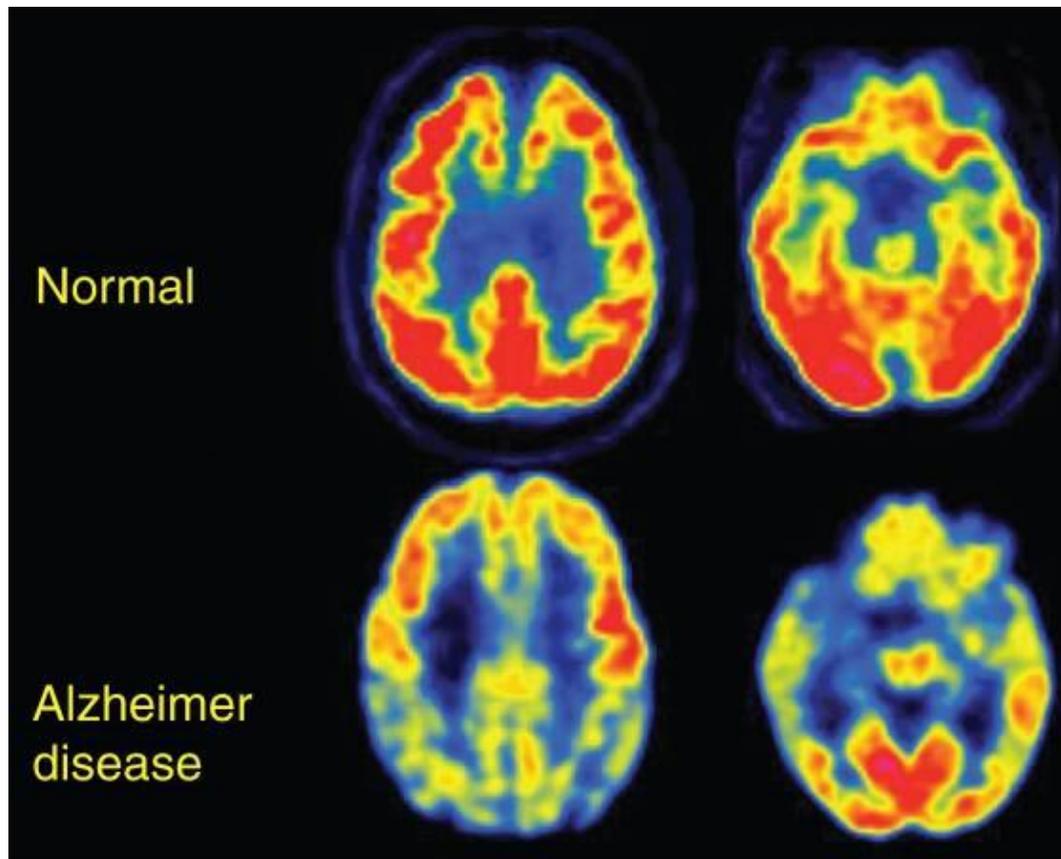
Imagem de metabolismo cerebral por PET. Figura adaptada de (Johnson *et al.*, 2012). Figura demonstra metabolismo cerebral detectado por PET em paciente sem declínio
